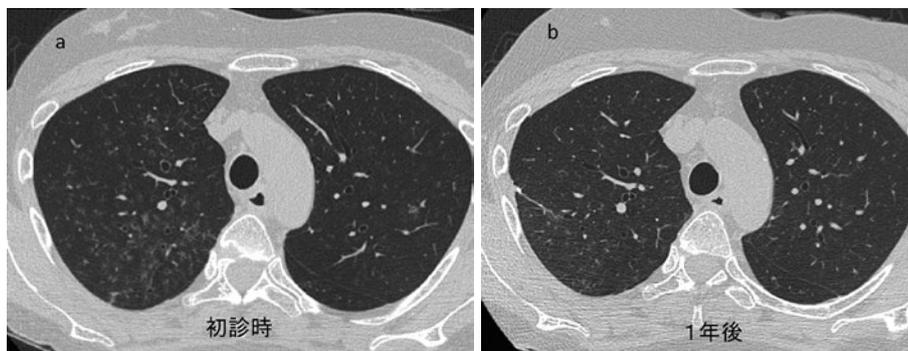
胸部単純CT. (a) 初診時, (b) 1年後. 治療により画像の改善が得られた.
